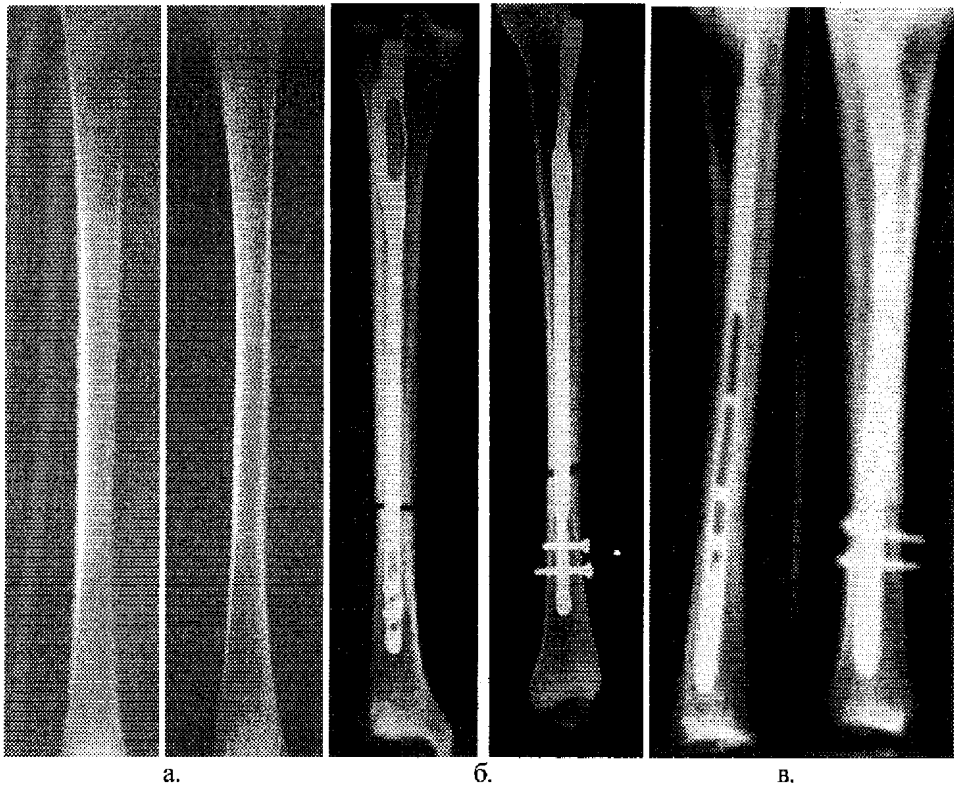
Рентгенограми досліджуваних зразків: а – цілих кісток; б – синтезованих БІМПФ-8; в – синтезованих КМПФ-3
